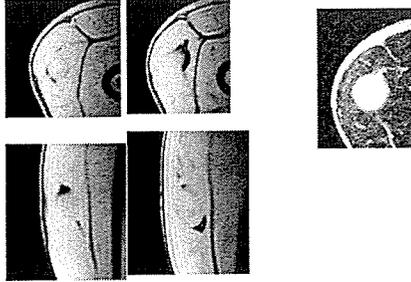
テスラ MRI 画像装置による術前画像で表面コイルを下肢体表に接着して撮像
